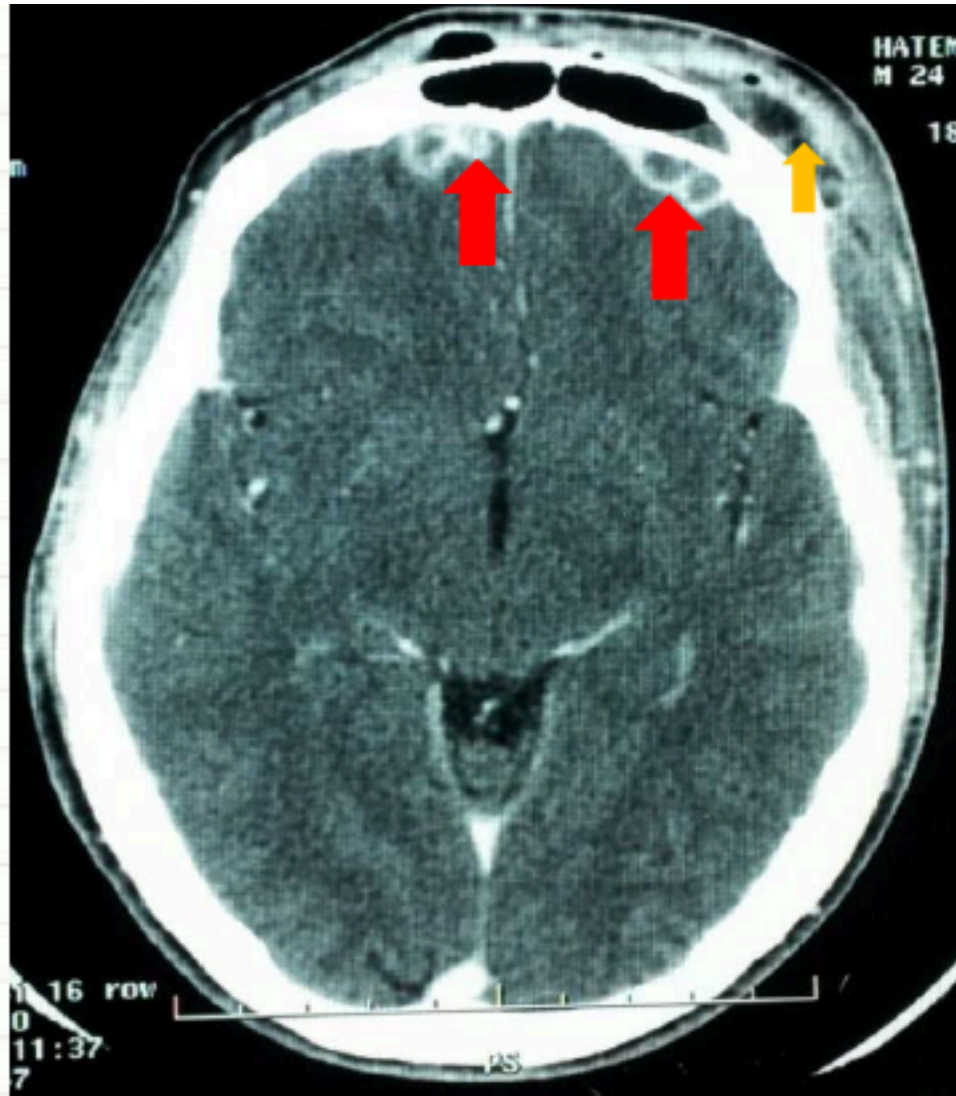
TDM cérébrale montrant des empyèmes sous duraux frontaux bilatéraux (↑) et un abcès sous cutané frontal (↑)
